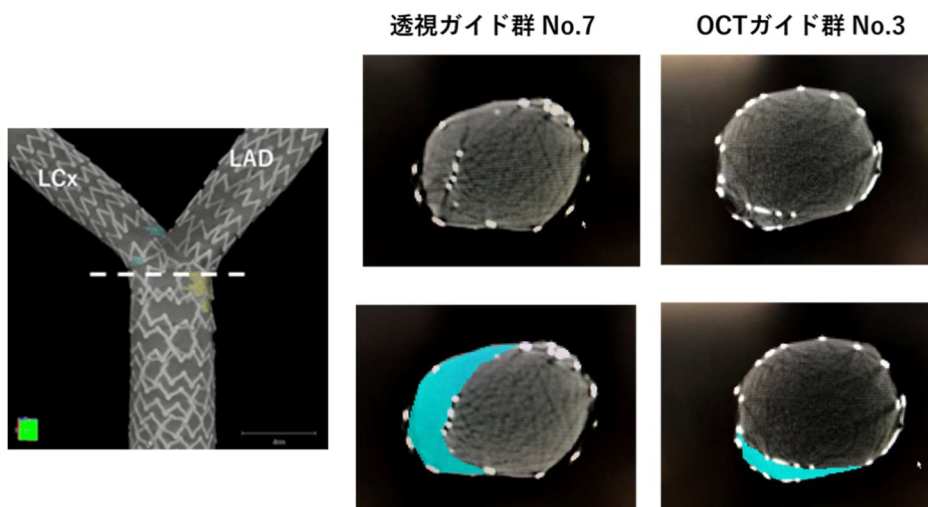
マイクロ CT による非圧着ストラット領域の体積の違いを示す代表例
